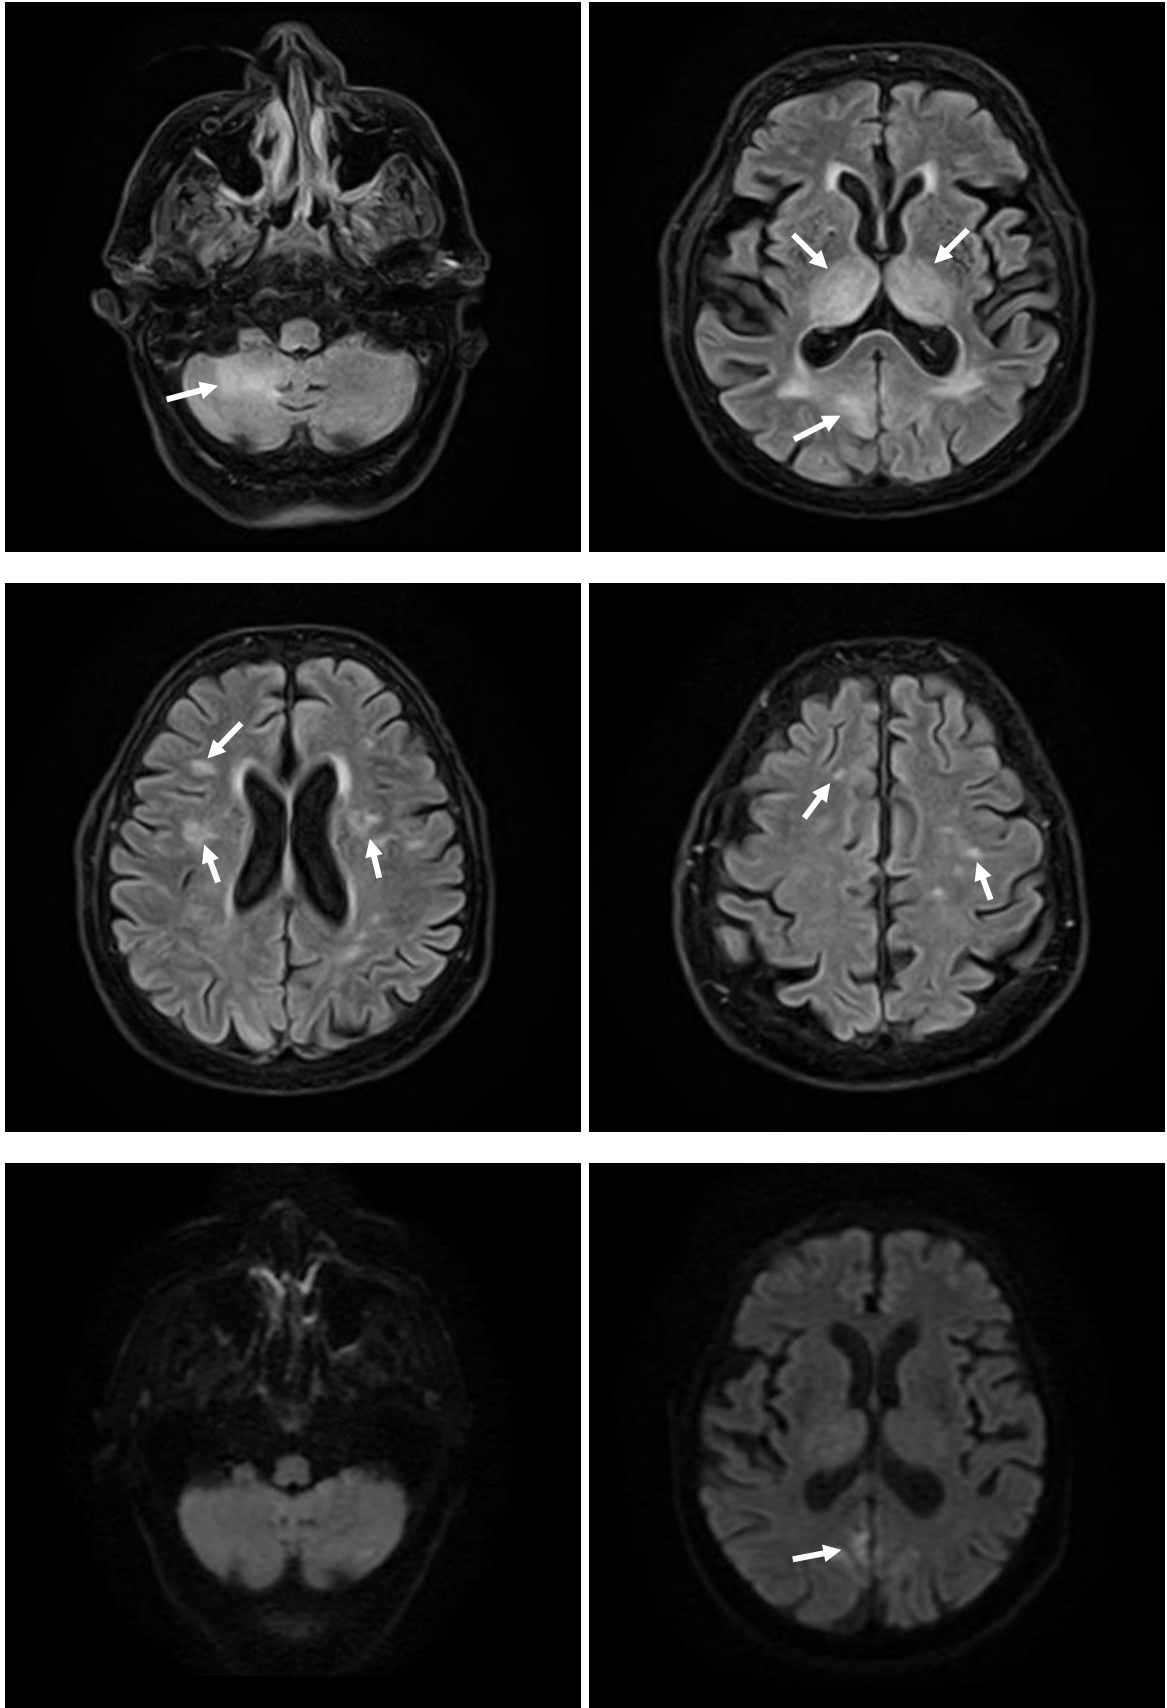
Ressonância magnética de crânio demonstrando área hiperintensa em T2/FLAIR em cerebelo à direita, tálamos, região occipital e parieto-temporal bilateralmente. As duas últimas imagens demonstram ausência de restrição à difusão na lesão cerebelar direita (sugerindo lesão inflamatória) e presença de restrição à difusão em região occipital (sugerindo etiologia isquêmica).
